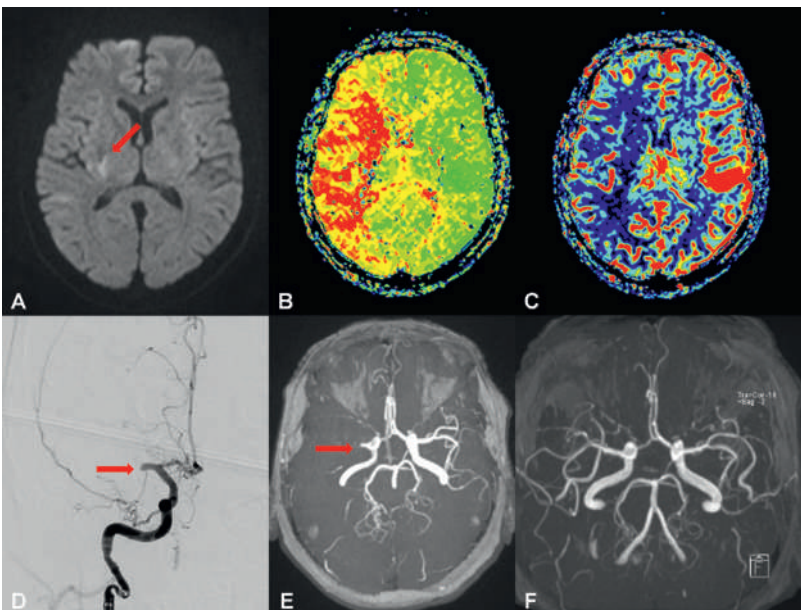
Bildgebung einer 67-jährigen Patientin 1,5 Stunden nach Symptombeginn mit plötzlich aufgetretener sensomotorischer Hemisymptomatik links und Dysarthrie. Kernspintomographisch stellte sich ein Hirninfarkt (Pfeil, A) im Mediastromgebiet rechts, mit deutlichem Diffusions-Perfusions-Mismatch dar (B, C). Ursächlich fand sich ein Verschluss der A. cerebri media rechts (Pfeil, D, E). Der Gefäßverschluss konnte mit intravenöser Thrombolyse, gefolgt von mechanischer Thrombektomie, erfolgreich wiedereröffnet werden (F). Die Patientin war am Folgetag fast beschwerdefrei.
